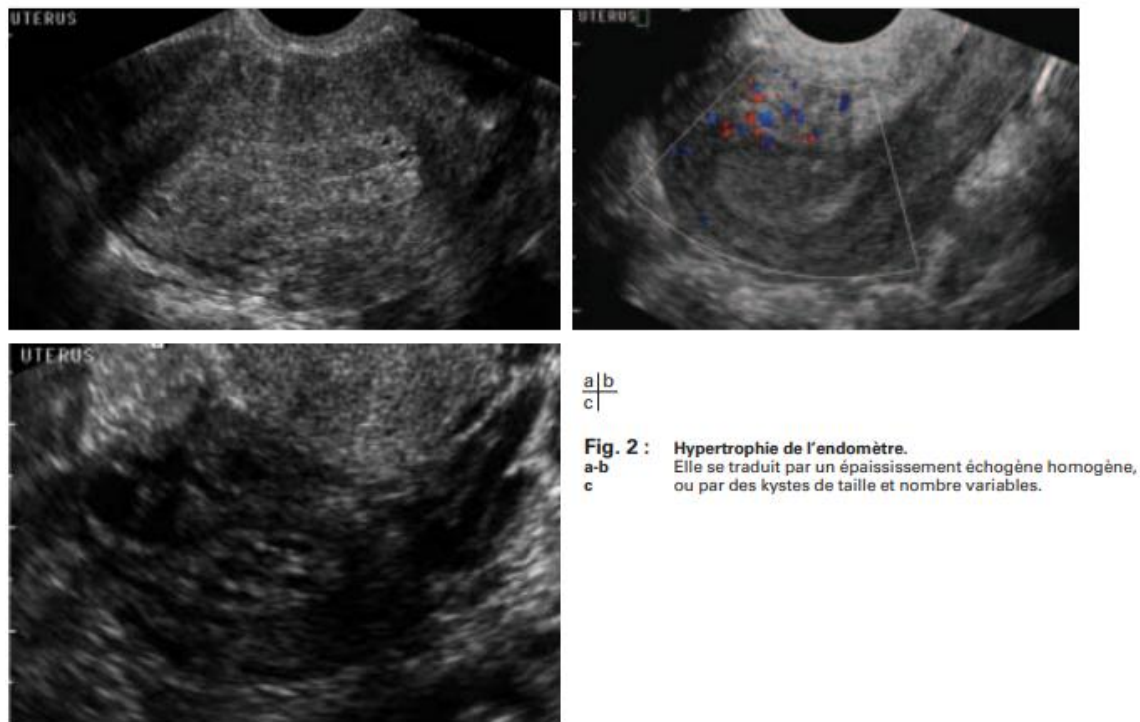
Image échographique d'une hypertrophie de l'endomètre
